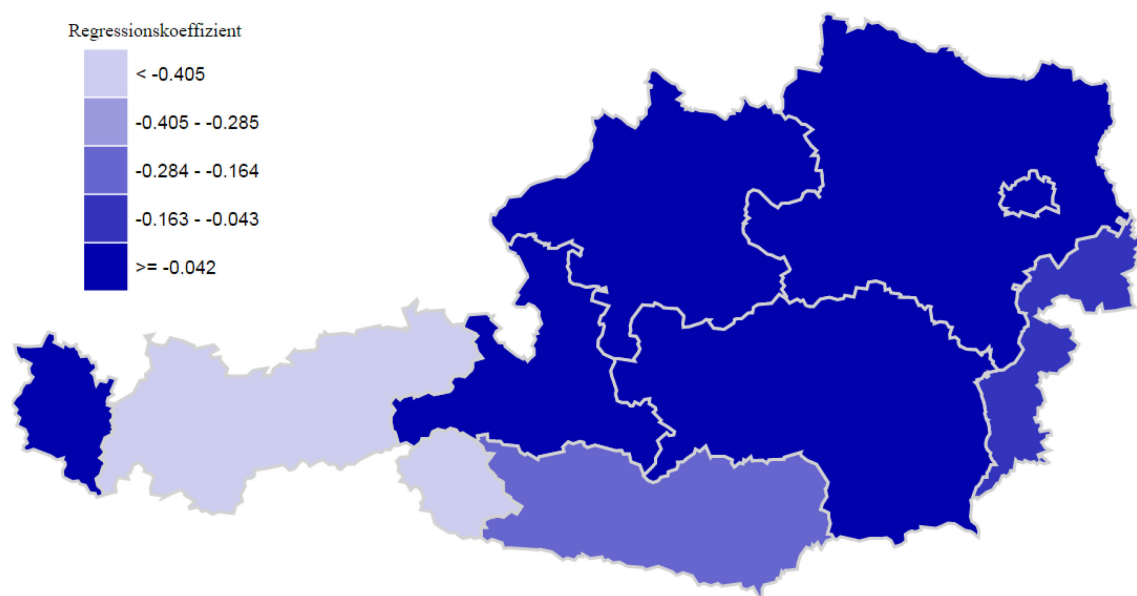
Relation der MRT untere Extremität zu PEK
